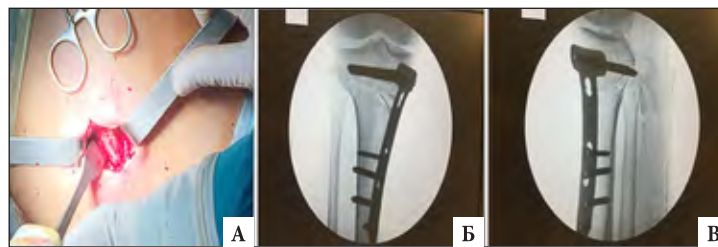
Забор костного аутографта, рентгенологические снимки после корригирующей остеотомии проксимального отдела большеберцовой кости с внедренной аутокостью. А - забор костного аутографта из гребня подвздошной кости при помощи долота, Б и В - рентгеновский снимок в прямой и боковой проекции с выполненной высокой вальгизирующей открытоугольной подмыщелковой остеотомией большеберцовой кости с использованием костного аутографта и фиксации пластиной с винтами.
